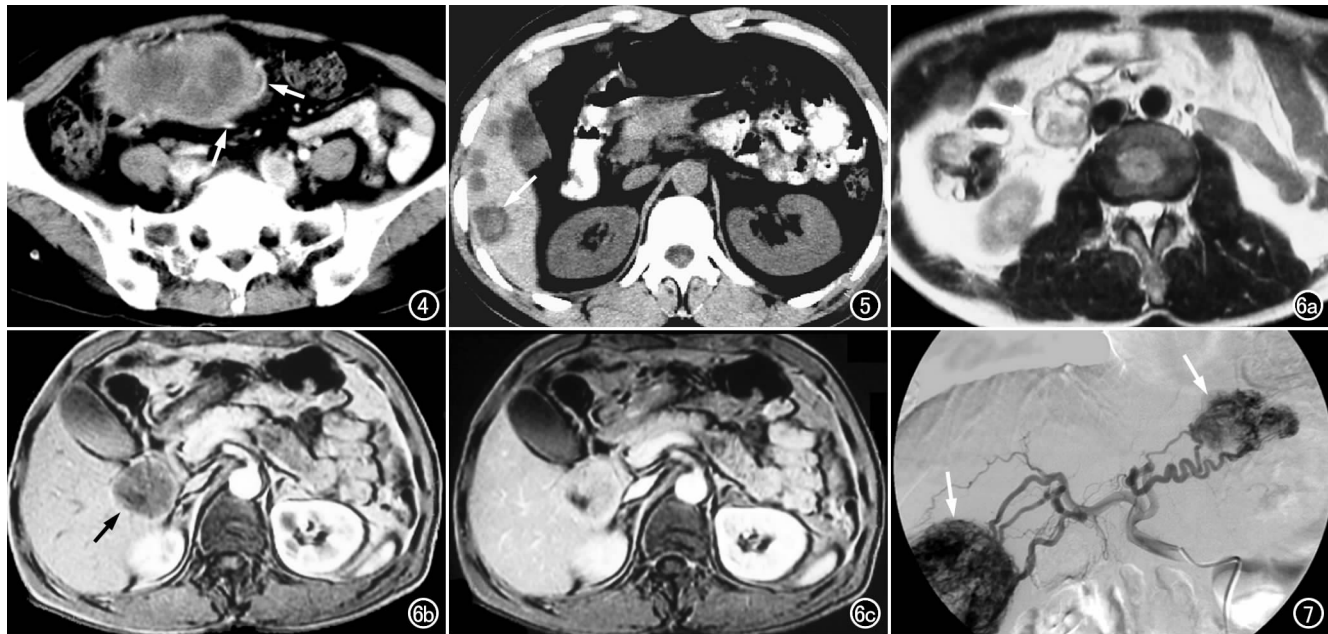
回肠恶性间质瘤。CT 动脉期扫描示下腹腔内软组织肿块呈不均匀强化,周围可见多条肿瘤供血动脉(箭)。图 5 肝转移性间质瘤。CT 平扫示肿瘤周边环状坏死(箭)。图 6 十二指肠恶性间质瘤并肝内单发转移灶。a) T_2 WI 示肿瘤内多发坏死囊变区,周边可见环状低信号包膜(箭); b) MRI 增强扫描动脉期示肝内转移灶呈边缘强化(箭); c) 静脉期示肿瘤实质明显强化。图 7 肝内多发转移性间质瘤。DSA 显示肿瘤有多支供血动脉,肿瘤血管丰富、染色明显(箭)。
